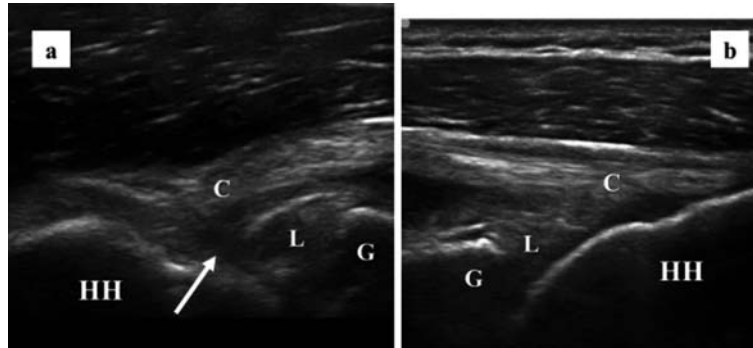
PSI (posterosuperior impingement) の超音波像
